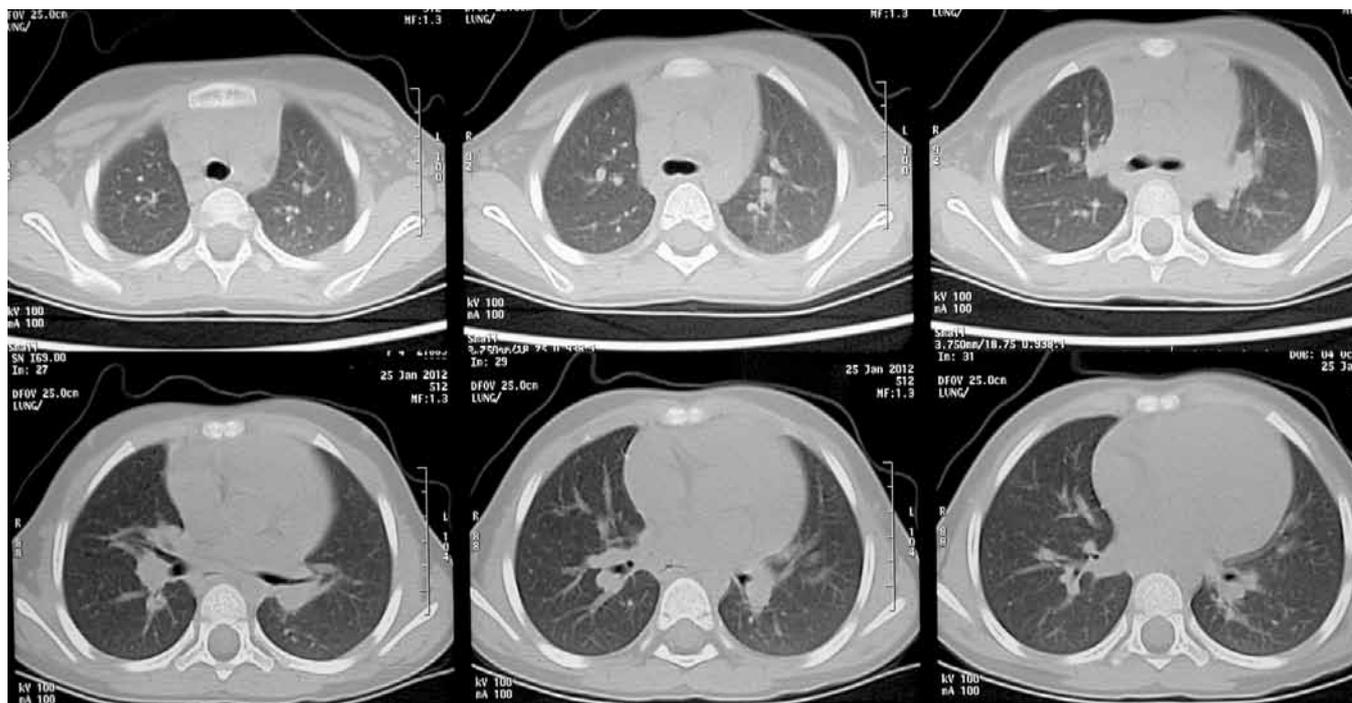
Компьютерная томография органов грудной клетки ребенка А. через 2 года наблюдения
